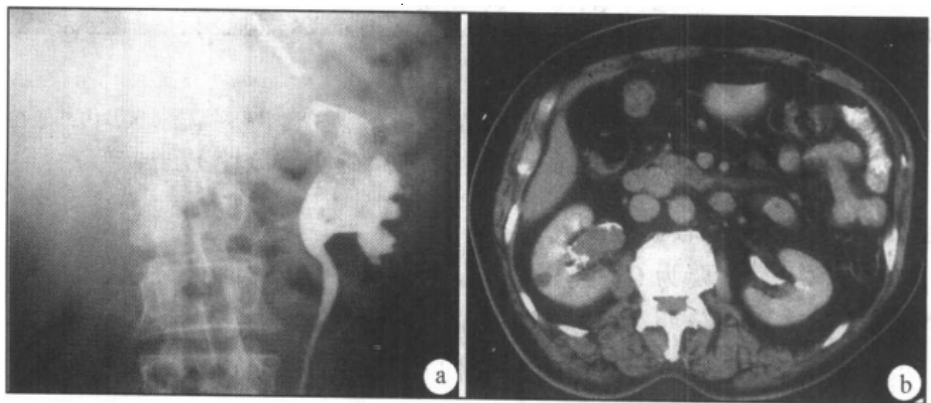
肾盂癌(逆行性尿路造影和 CT 增强检查)
